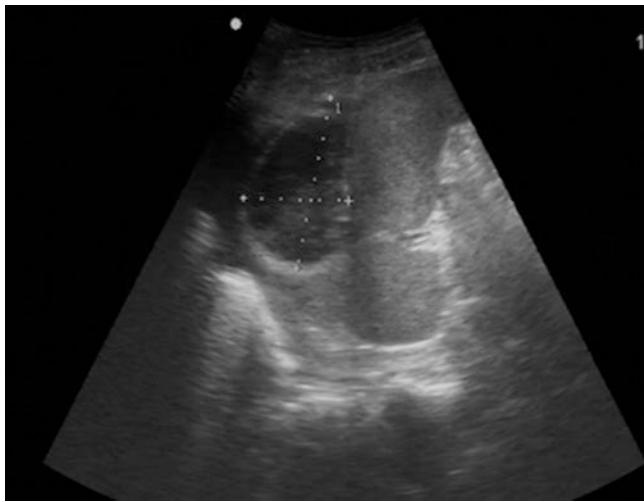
Sonographisch erkennbarer Milzabszess mit abgekapselter Einschmelzung innerhalb des Milzparenchyms
